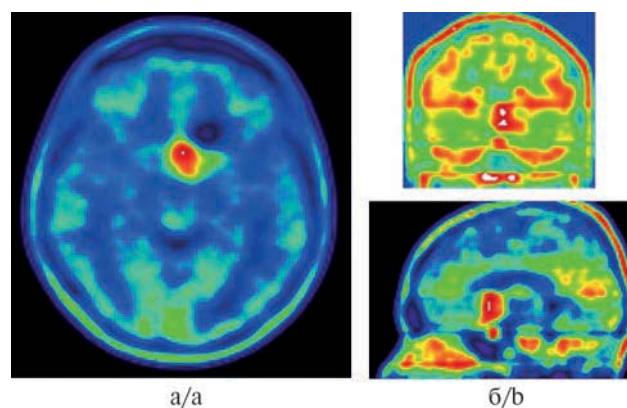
ПЭТ с ¹¹С-метионином.
